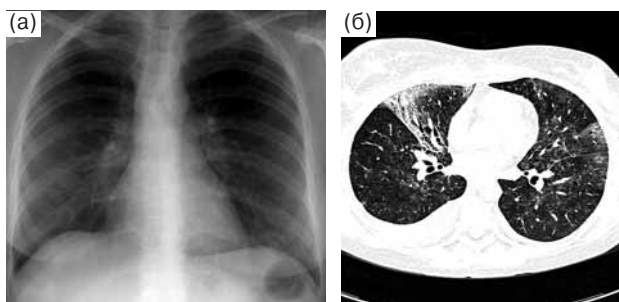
Лимфогранулематоз, двусторонняя пневмония, интерстициальный тип инфильтрации. На обзорной рентгенограмме (а) отмечаются снижение воздушности правого легкого, исчезновение нормальных контуров сердечной тени справа, расширение корней легких. На аксиальном срезе (б) выявляется интерстициальный тип инфильтрации (“матовое стекло”) в средней доле правого и в нижней доле левого легкого.
